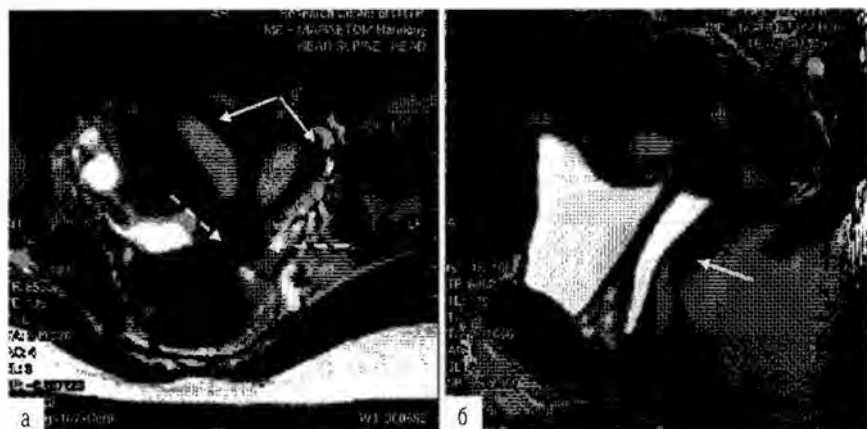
МРТ. T2-взвешенное изображение в сагиттальной плоскости: быстрое спин-эхо изображение (а) четко демонстрирует удвоение матки (сплошные стрелки) и перегородку (пунктирные стрелки). Влагалища в данном случае также были удвоены, причем выявили аплазию нижней трети левого влагалища и мукоколюпос слева. Хорошо дифференцируемый на T2-взвешенном изображении в сагиттальной плоскости (б) (сплошная стрелка).
